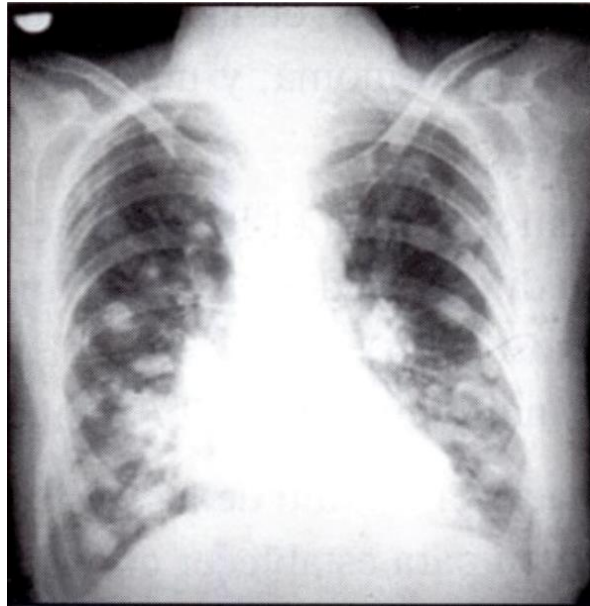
Metástasis pulmonares en un paciente, estadio 4 en radiografía de tórax.⁵⁴
